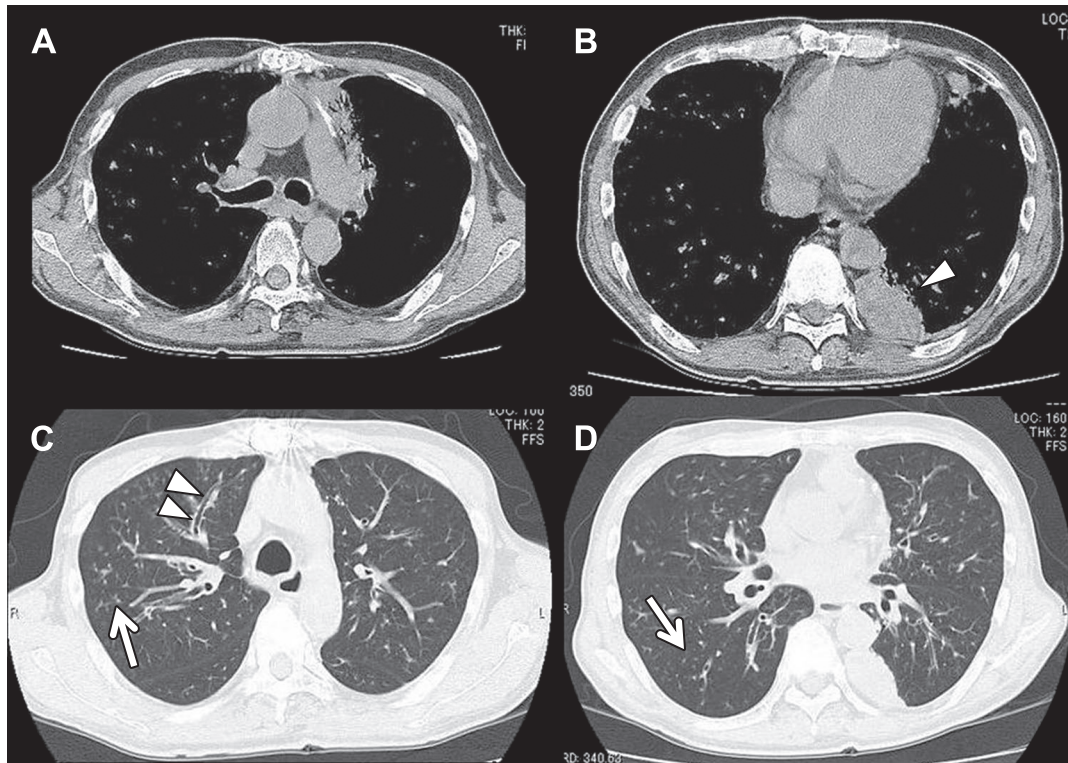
Chest CT on admission.
